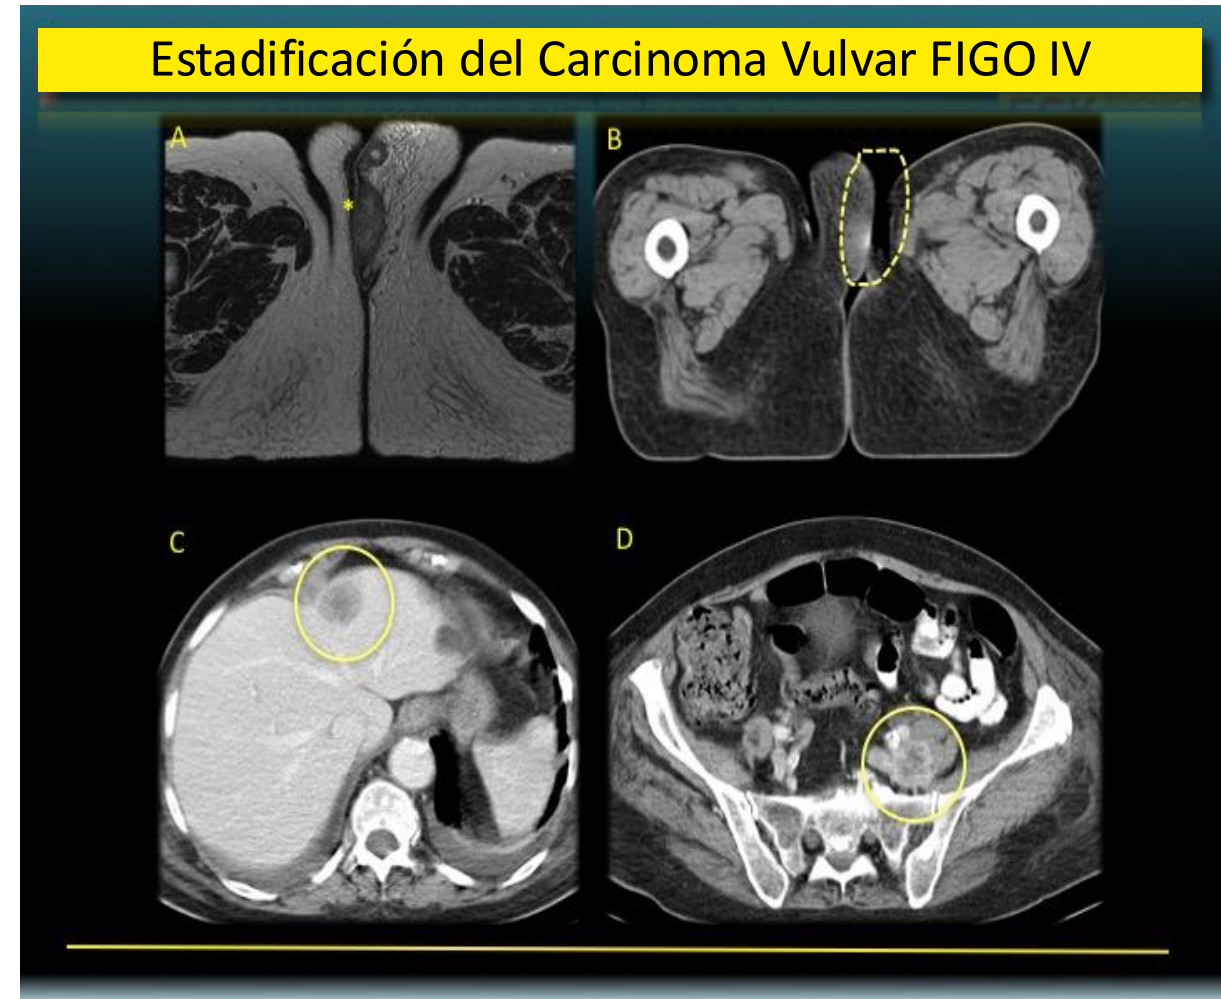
TC postoperatoria: zona quirúrgica (B), metástasis hepáticas (C) y en psoas izq. (D)
